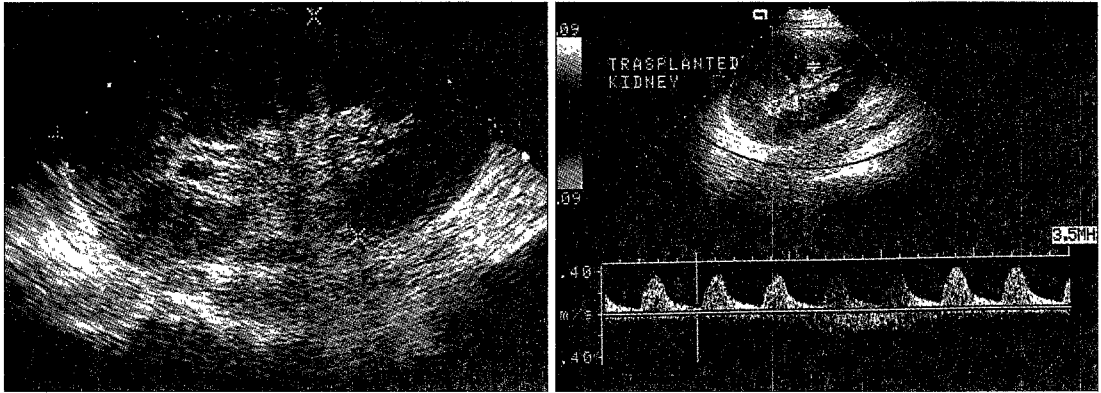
Acute rejection. Sonography demonstrates a enlarged globular kidney with a general decrease in echogenicity of the allograft. AP diameter was increased measuring 6.38cm. Enlarged medullary pyramids and central sinus echoes are indistinct. Doppler sonography shows delayed rising time and diminished end diastolic flow with a Resistive index of 0.89.
